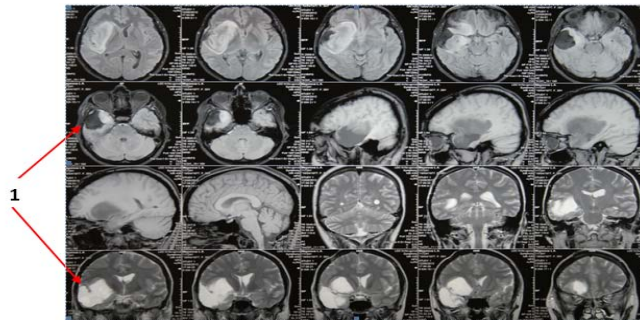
МРТ больной М от 12.06.2012 – продолженный рост астроцитомы лобно-височно-теменной области справа. 1 – участки с интраоперационно выявленными оболочечно-мозговыми рубцами на границе кисты, опухоли и мозговой ткани
